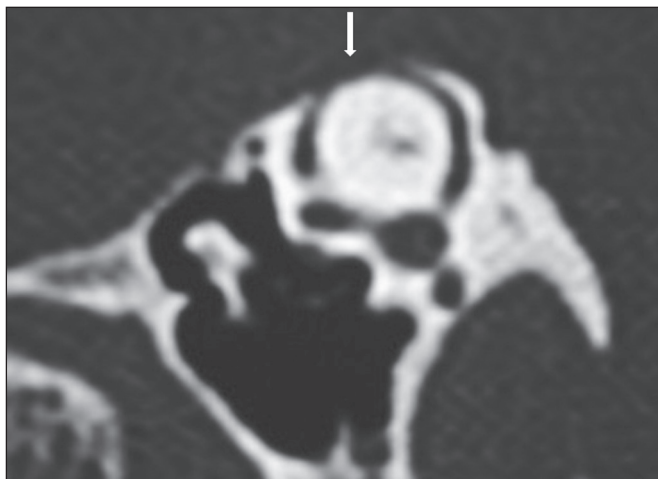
Deiscência do canal semicircular superior. TC, janela óssea, reformatação oblíqua (plano de Pöschl) demonstrando falha óssea no canal semicircular superior (seta).
